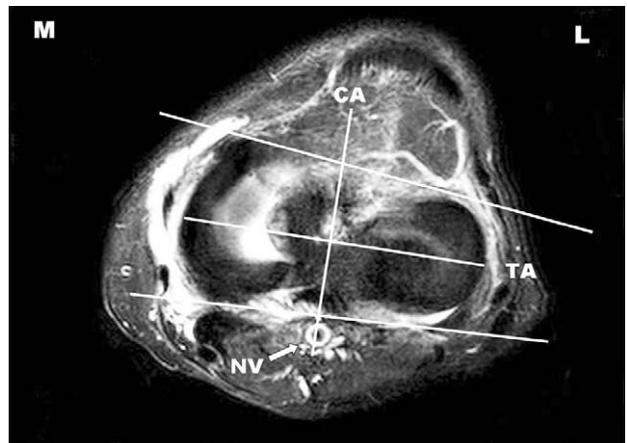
Axial MRI scan of left knee. It should be noted that the CA bisects the popliteal artery (white arrow).
